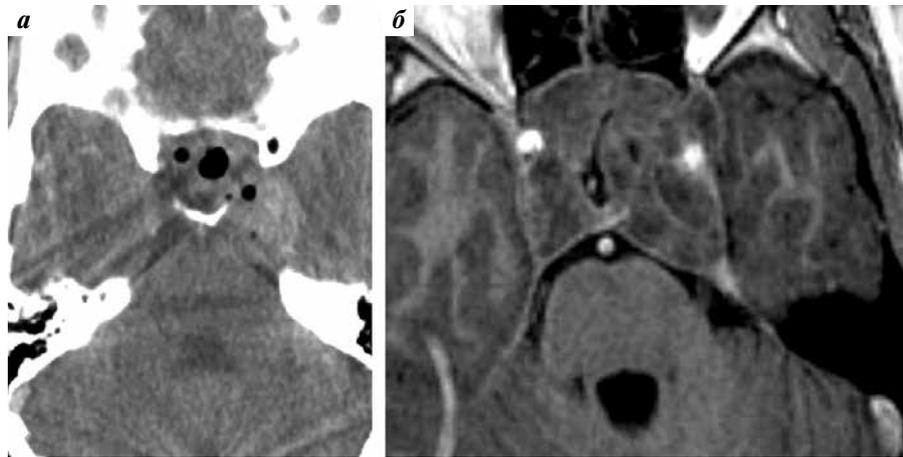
Томограммы головного мозга пациента Л.: а – компьютерная (04.2006 г., сразу после 3-й операции) – видны остатки опухоли в области левого кавернозного синуса, б – магнитно-резонансная (06.2006 г., перед лучевой терапией) – отмечается быстрый рост опухоли
